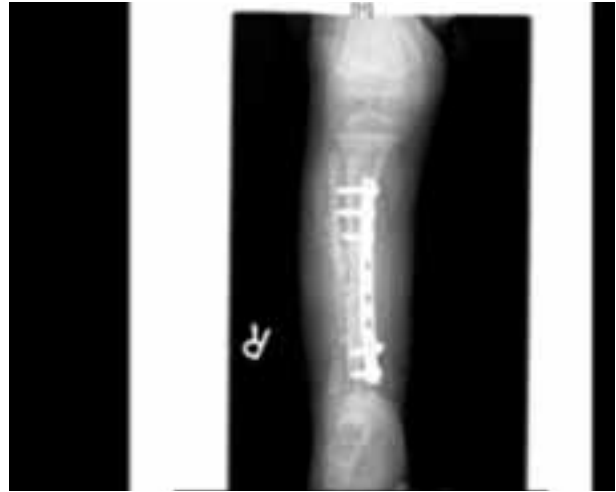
Radiografía de control a las 12 semanas. Signos óseos de consolidación.
